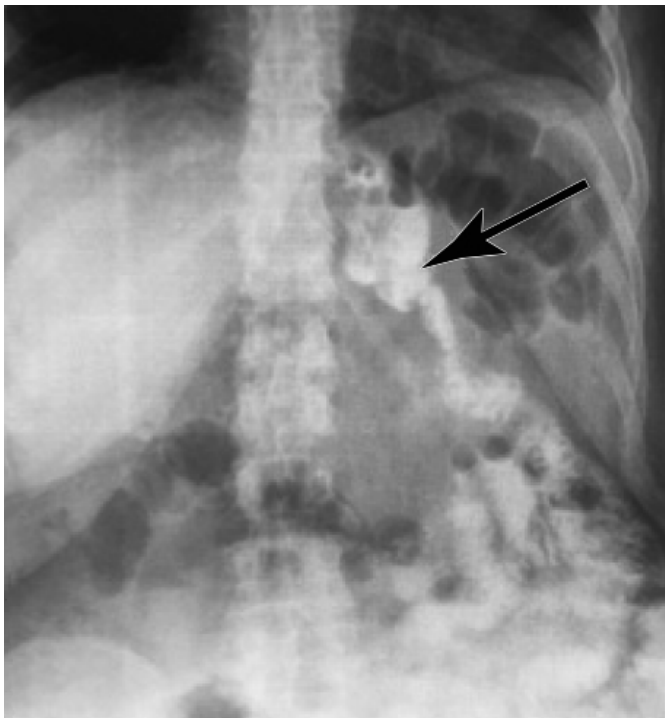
Рентгенографія пасажу сульфату барію проксимальним шлунковим резервуаром. Стрілкою позначена зона гастроентероанастомозу
